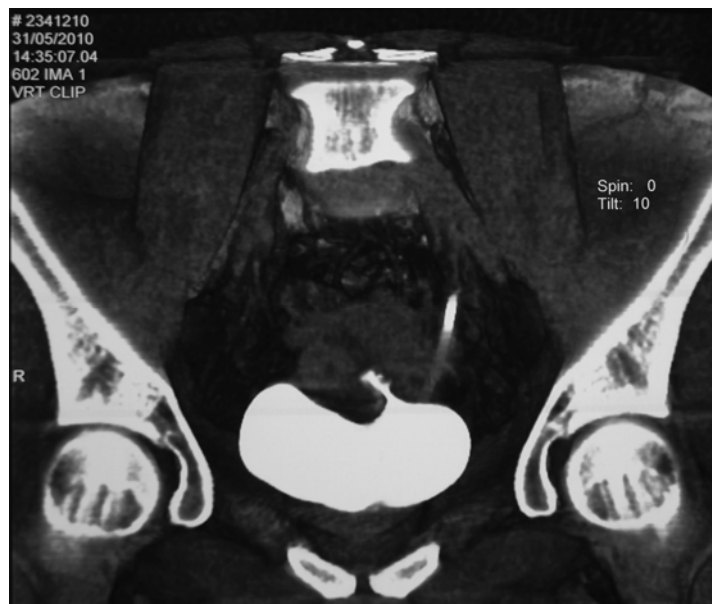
Tomografía computarizada: corte axial en el que se observa el trayecto fistuloso vesicouterino.
